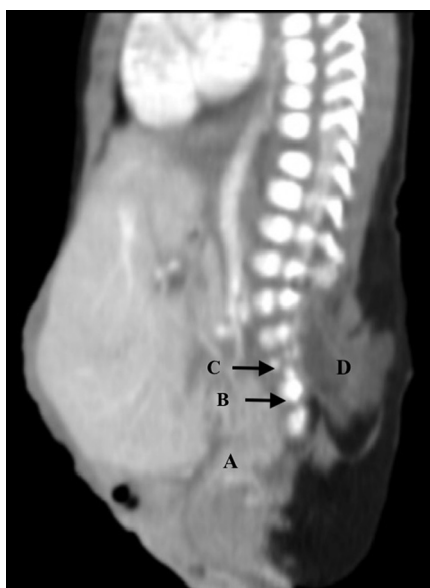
Resonancia nuclear de columna y lumbosacra, corte sagital evidenciando: A. extrusión de los tejidos blandos de la pelvis, B. Configuración displásica del sacro, C. Defecto de fusión de vertebra sacras y aparente agenesia del coxis, D. Mielomeningocele.
